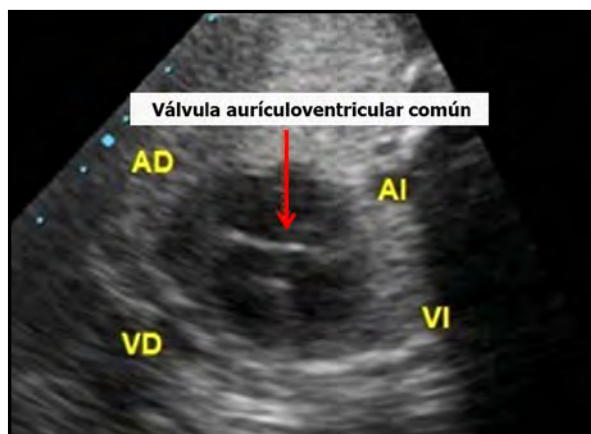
Ecocardiograma del CAVP (CardioCongenitas.com.ar).
